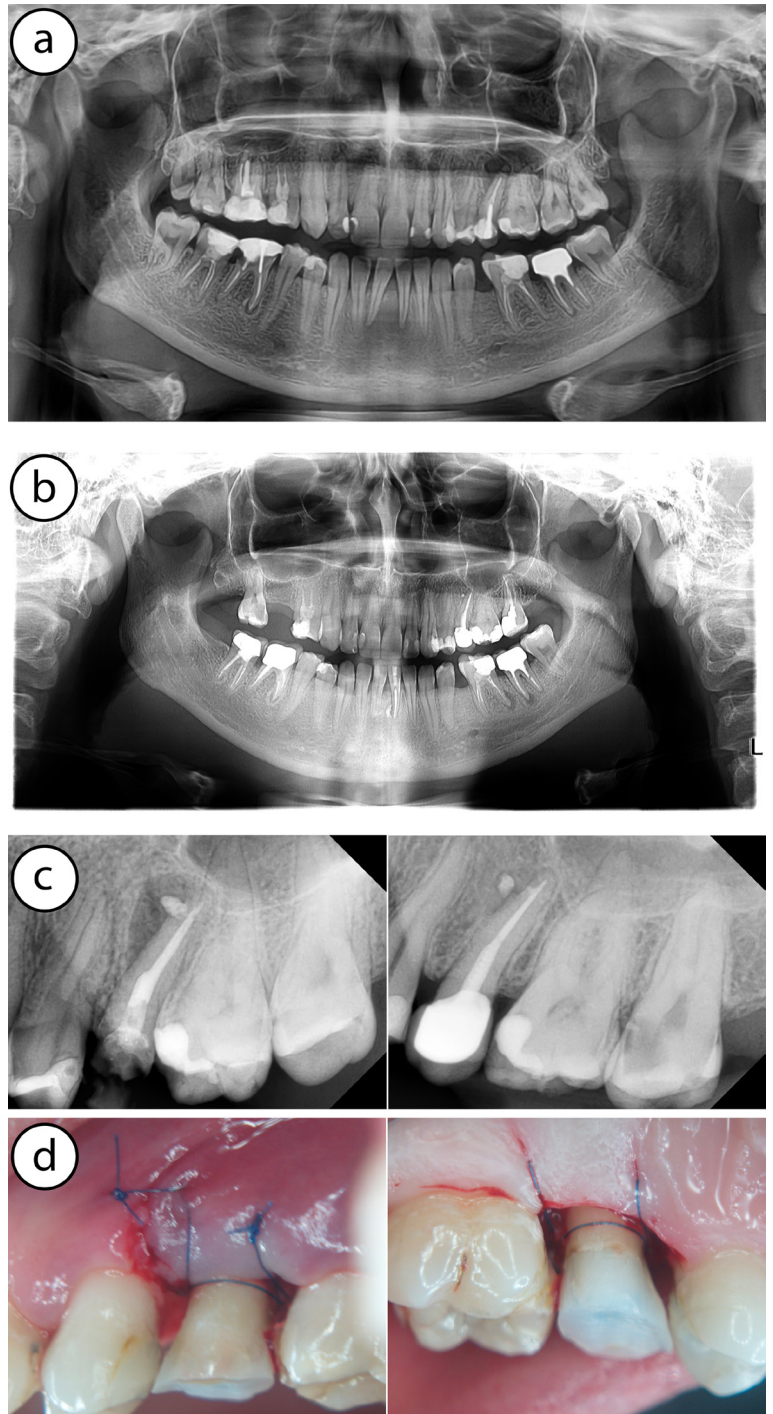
Influența patologiei periapicale
